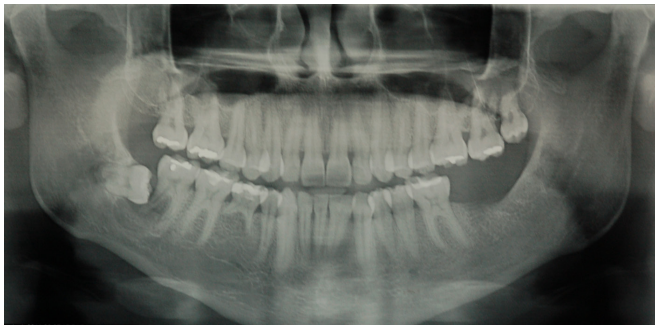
Radiografia de controle pós-operatório de seis meses de descompressão e pré-operatório imediato de enucleação e exodontia do dente 48.
